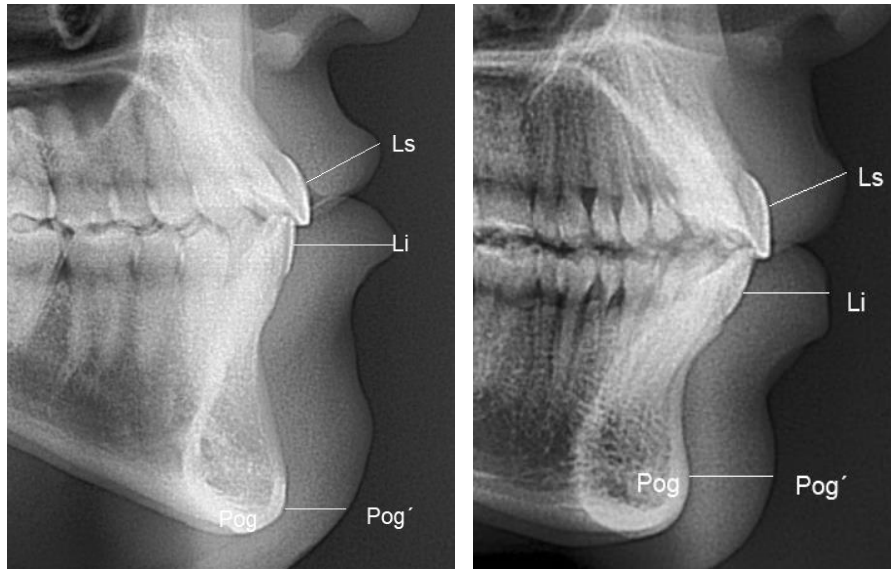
Trazado cefalométrico en AutoCAD del grosor del labio superior, inferior y mentón. A: izquierda se evaluó en una radiografía cefálica lateral del cráneo de un individuo de sexo masculino, B: derecha fue un individuo de sexo femenino.
